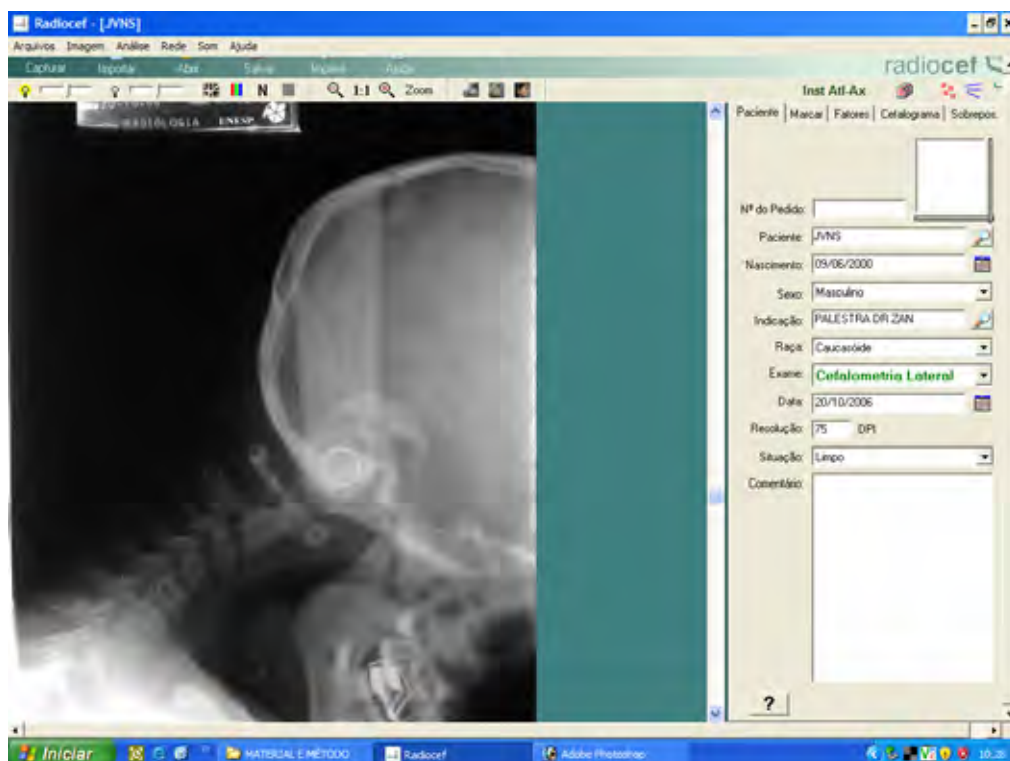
Página do Programa Radiocef com a radiografia inserida e os dados do indivíduo com IAA.
